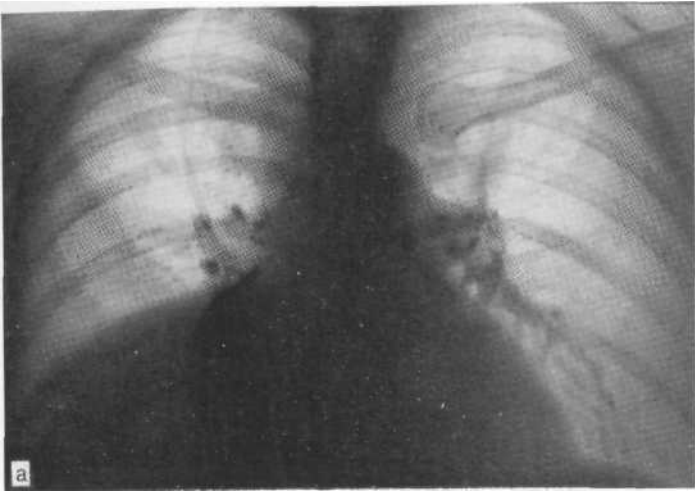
Обзорная рентгенограмма (а) и правосторонняя томограмма (б). Центральный эндобронхиальный рак правого промежуточного бронха. Верхняя граница затемнения имеет вид косой линии, идущей сверху изнутри и книзу наружу. На боковой томограмме видны коническая культя промежуточного бронха и опухоль, выступающая в просвет бронха. Операция.
